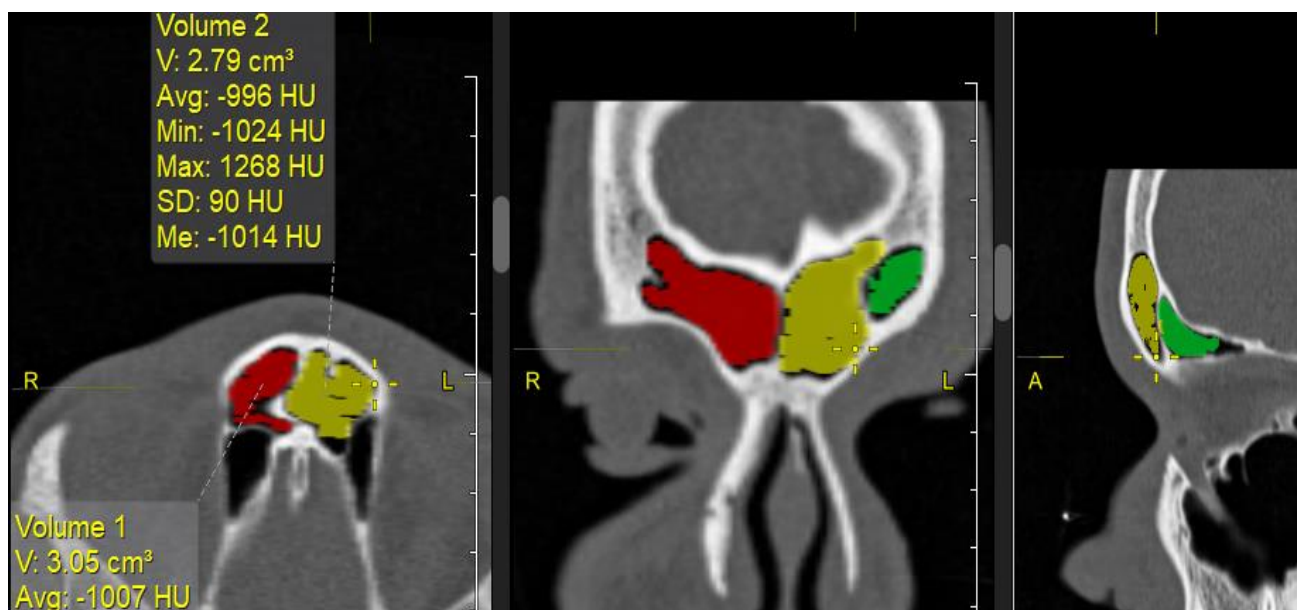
Наявність закритої ізольованої комірочки в лівій латеральній частині лобової пазухи в аксіальній, фронтальній і сагітальній площинах зрізів комп'ютерних томограм (Чоловік, 22 роки).
